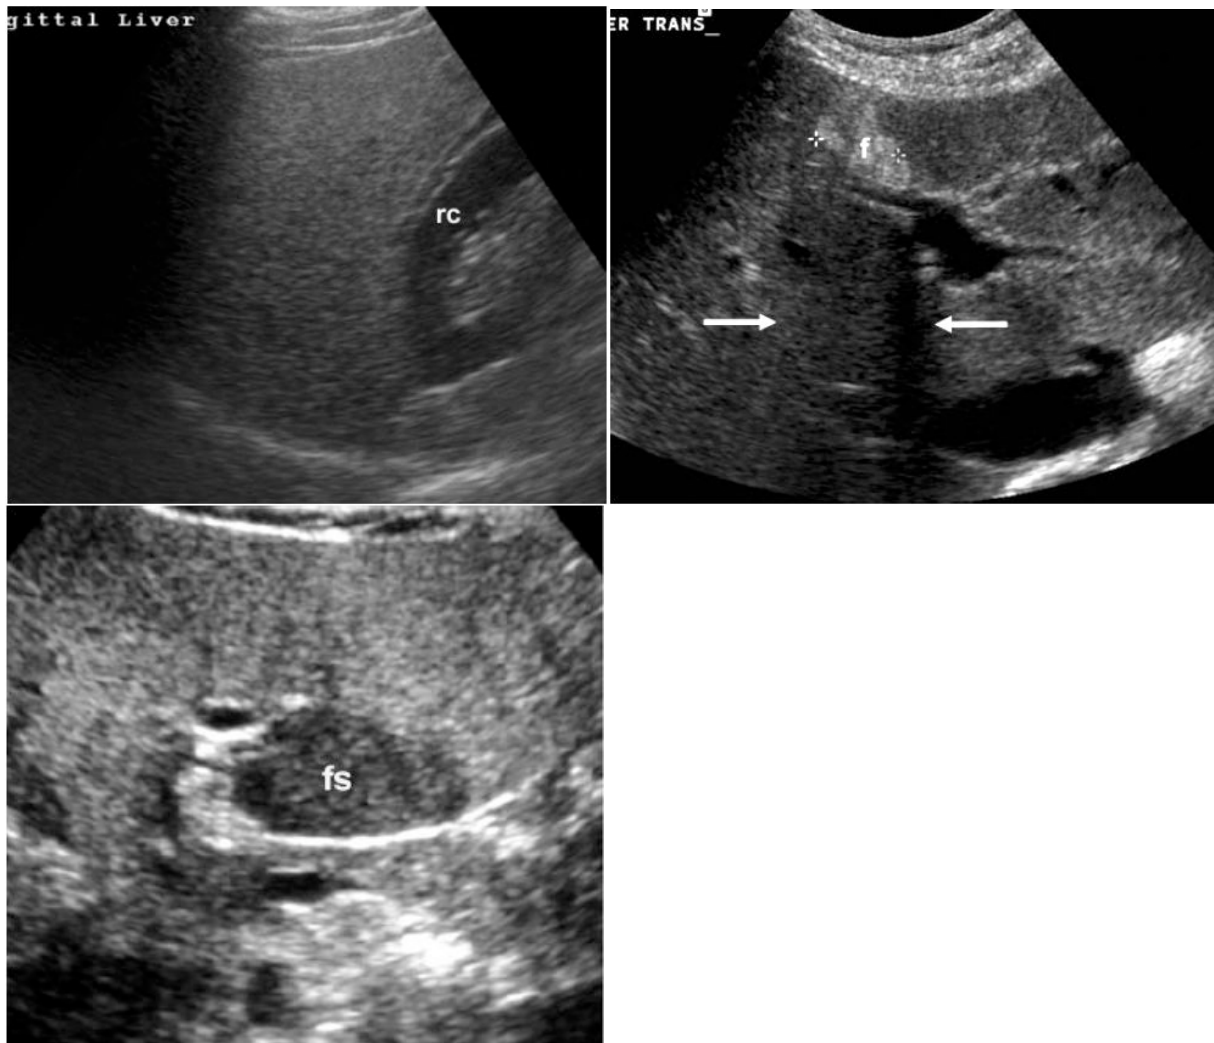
Ultrasonido hepático de paciente con hígado graso
